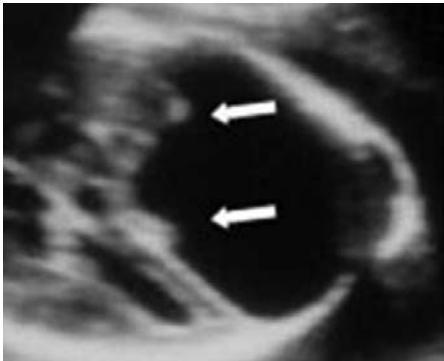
Prenatal ultrasonografik inceleme. Genişlemiş posterior fossa içerisinde dördüncü ventrikülü içine alan dilate sisterna magna. Supratentorial alanda ventrikülomegali mevcut değil, ancak oksipital hornlar öne doğru yaylanmış görünümde.
